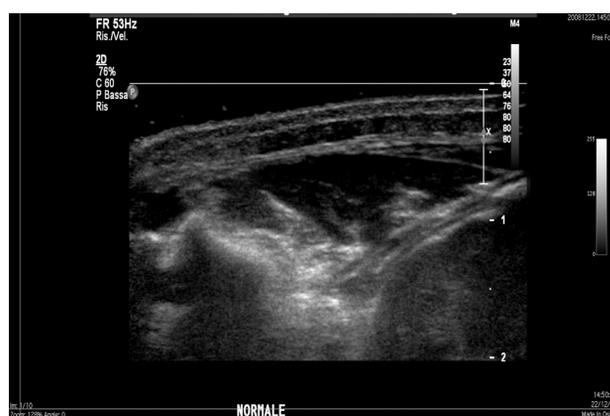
Immagine ecografica della lesione cutanea al momento della prima visita.
